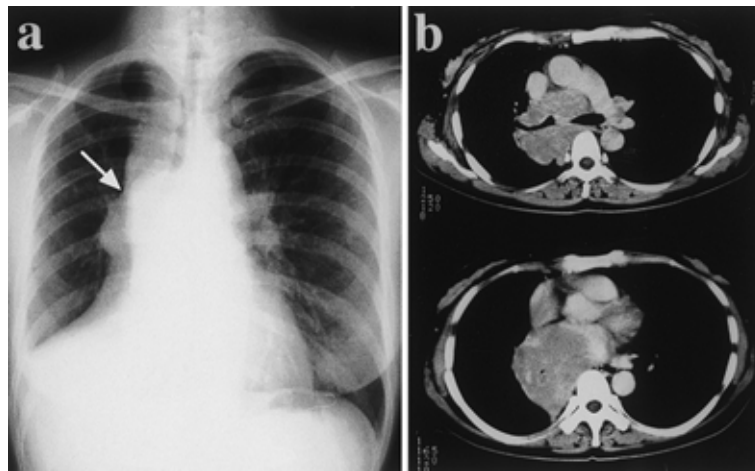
(a) Chest X-ray on admission shows a mass in the hilus of the right lung and atelectasis in the lower lobe of the right lung. (b) Chest CT on admission shows a mass adjacent to the superior vena cava, ascending aorta, aortic arch, right main bronchus and trachea, and atelectasis in the lower lobe of the right lung.
